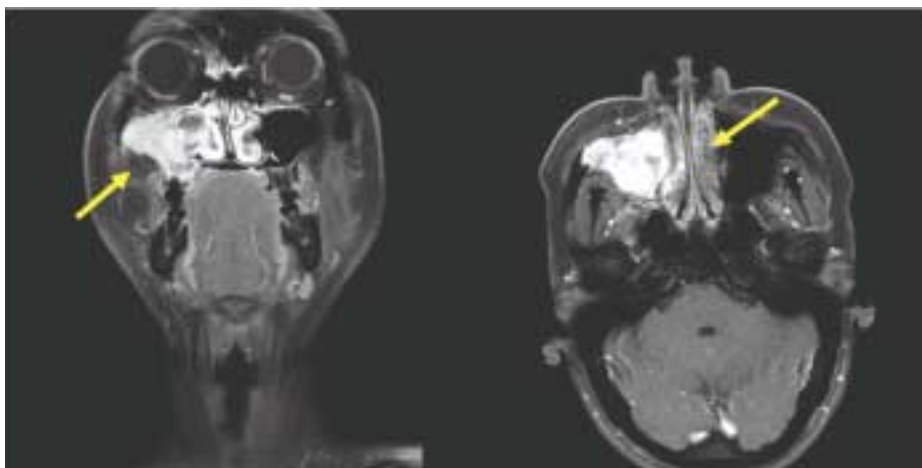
T2-weighted MRI image : expansile mass occupying Rt. maxillary antrum with invasion to Rt. sinus wall & inferior orbital wall(arrows)
